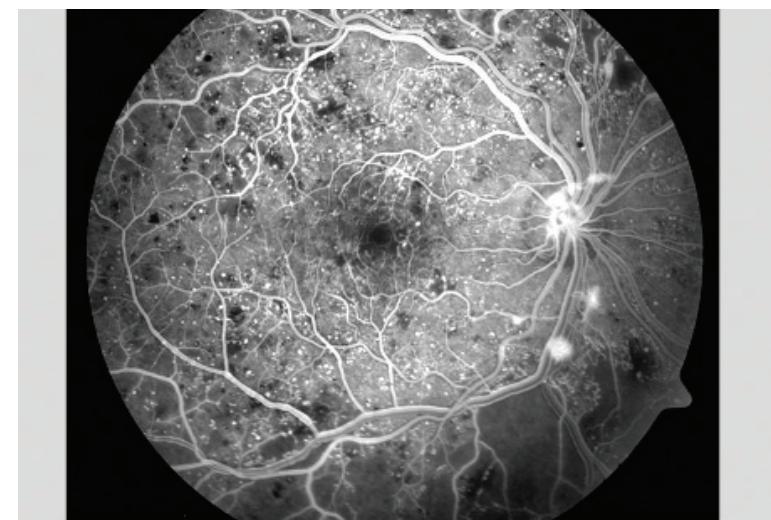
Non-proliferatif diabetik retinopatinin anjiografisinde fundus lezyonları.
